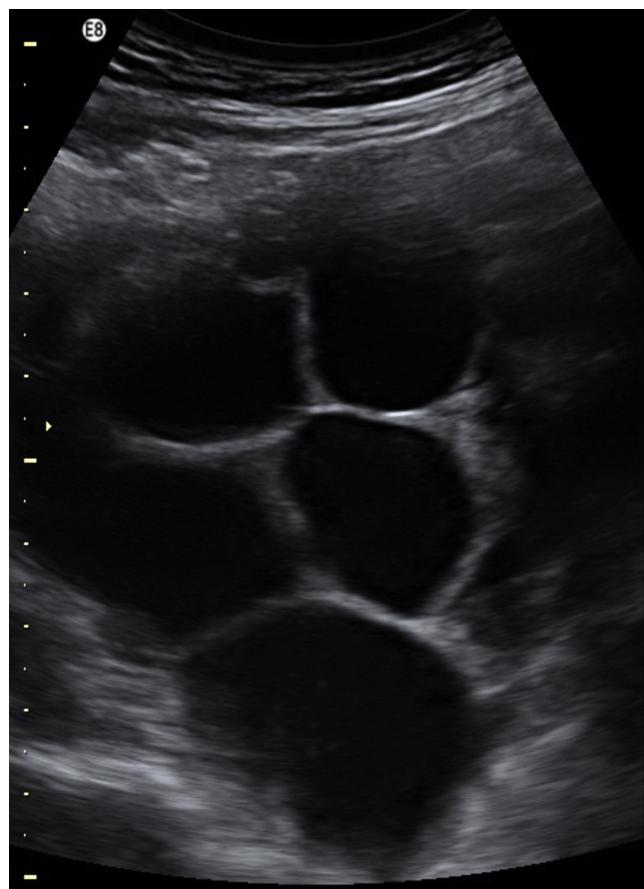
Ecografía ovárica de 14 semanas. Formación multiloculada en «rueda de radios» que recuerda a un ovario hiperestimulado, compatible con quistes tecaluteínicos.
